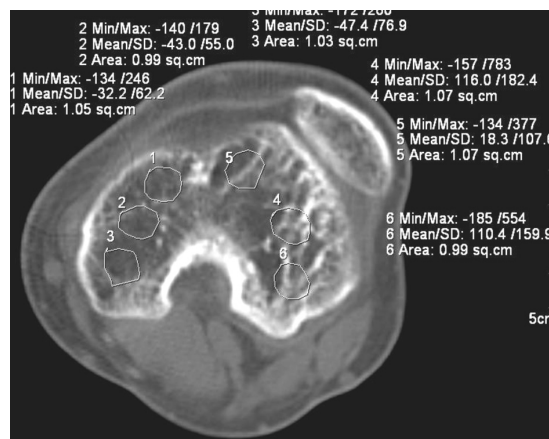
КТ коленных суставов, аксиальный срез на уровне дистального эпифиза правой бедренной кости больного витамин D-резистентным рахитом 3., 20 лет. До лечения. Локальная плотность костной ткани на этом уровне от -32 до +116 HU. Количество трабекул в 1 см² от 3–6 до их полного отсутствия
